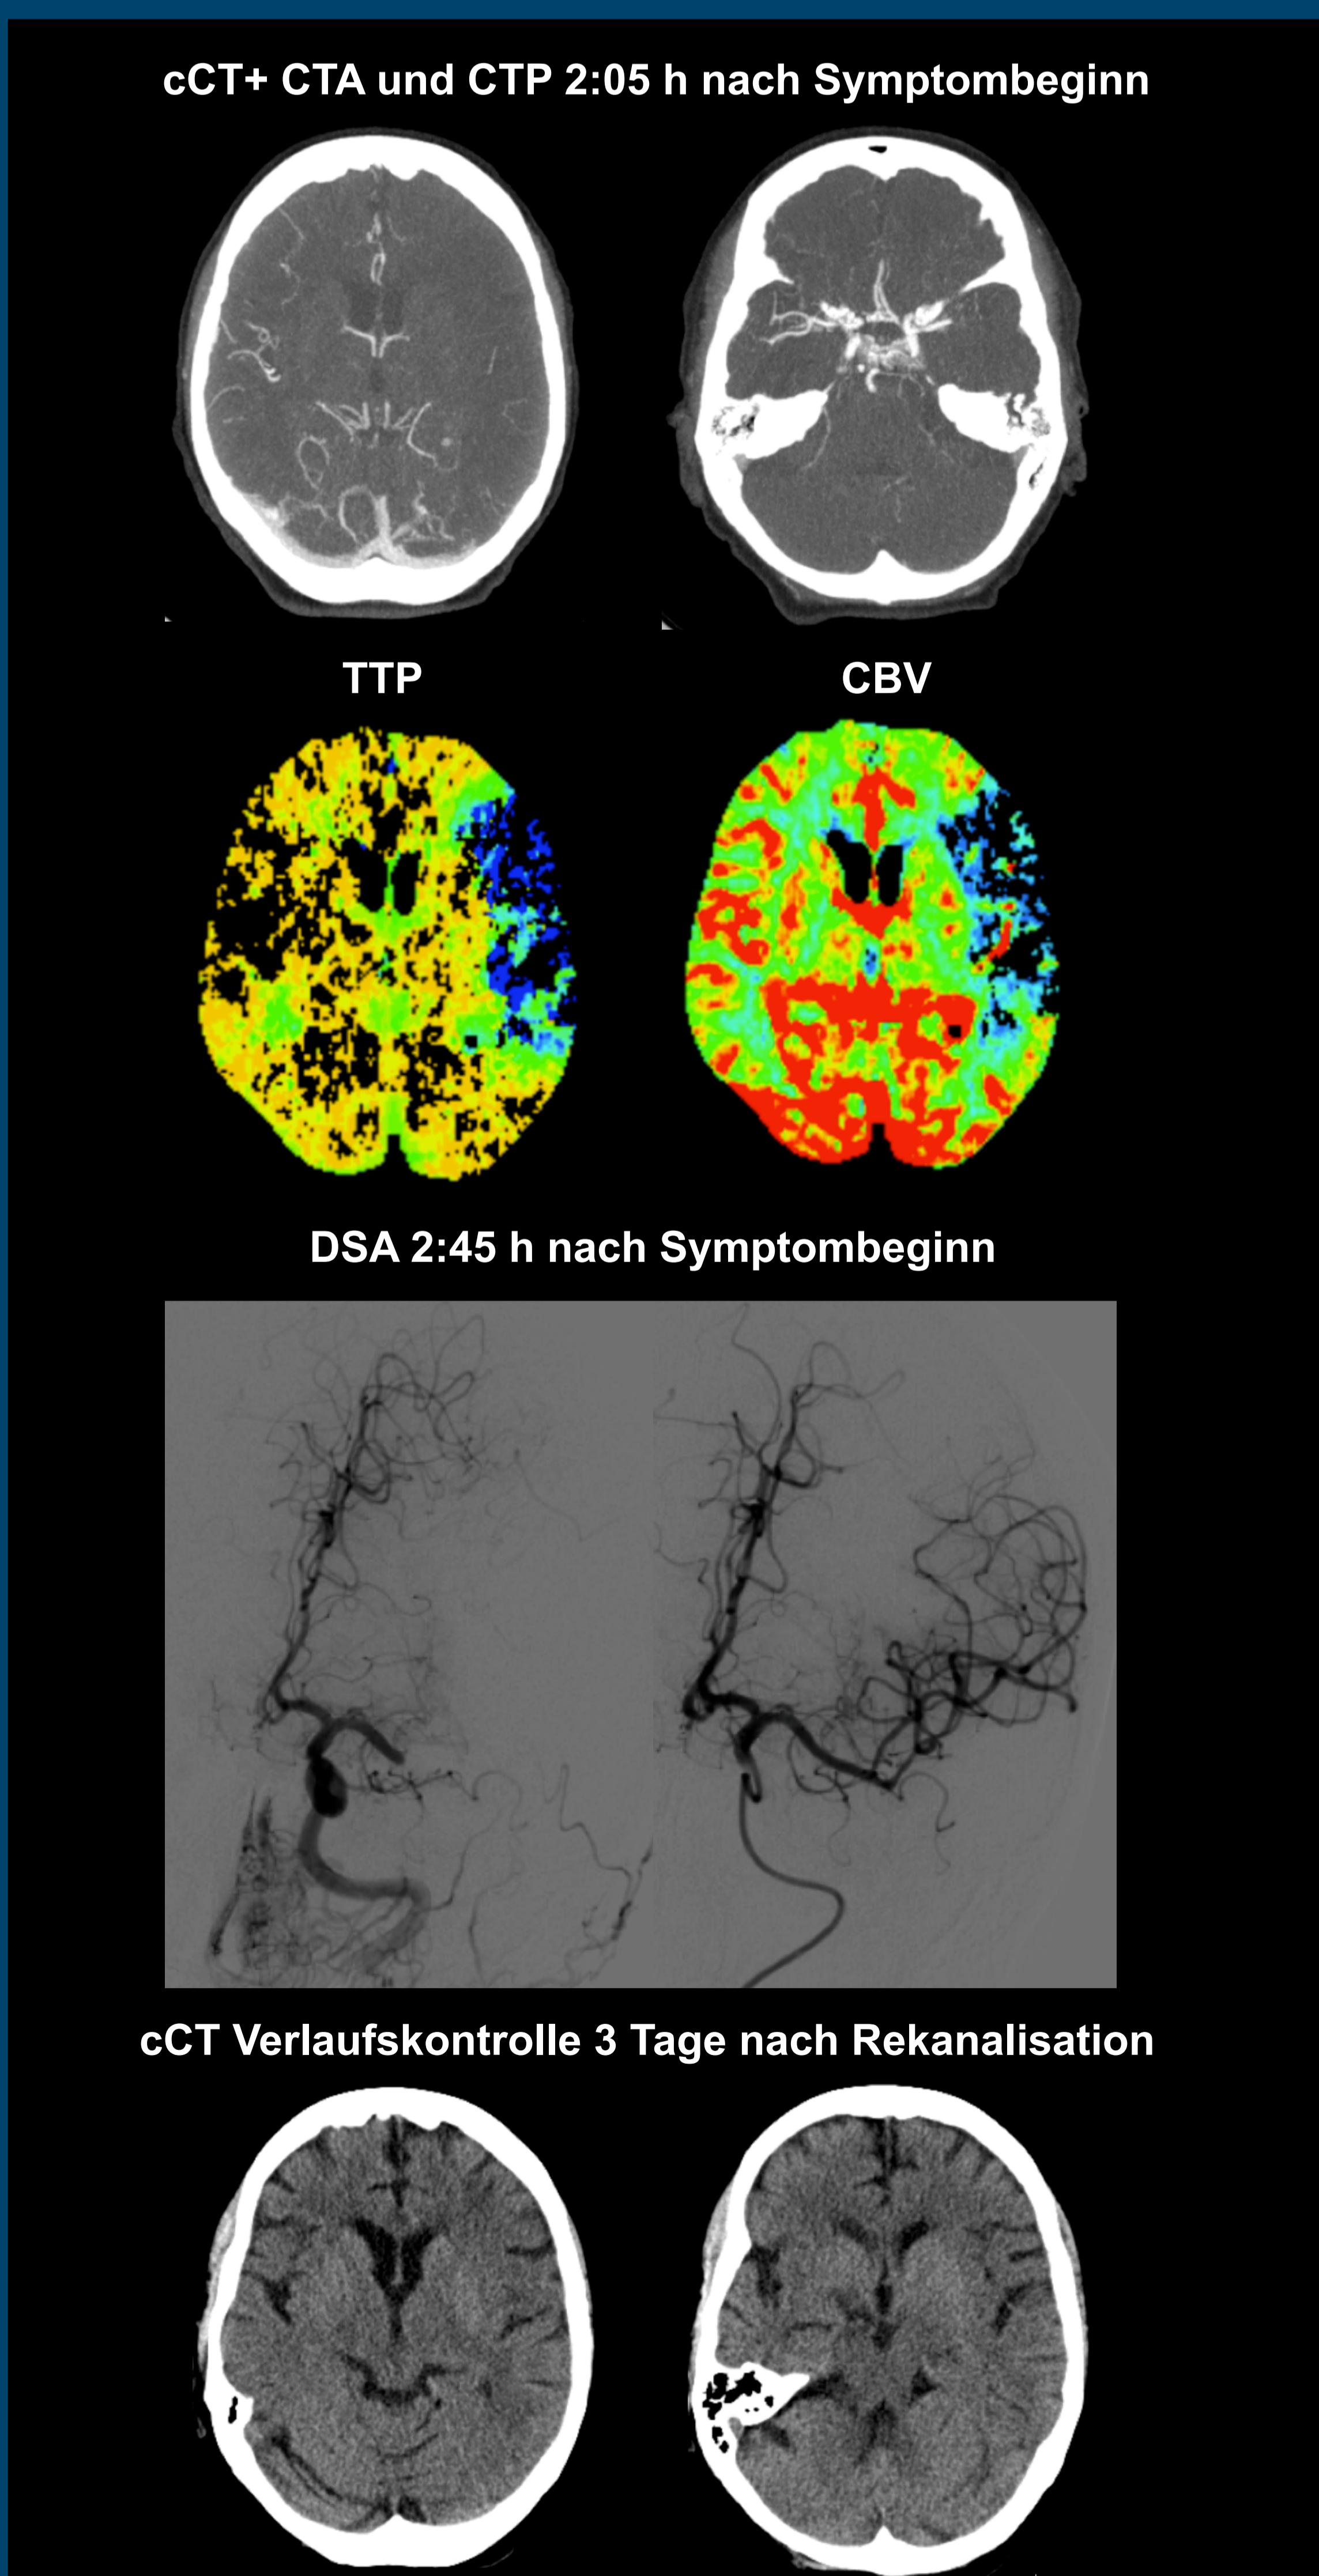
Proximale M1-Verschließung, cCT mit CTA und CTP 2:05 h nach Symptombeginn, rLMC 8, NIHSS präinterventionell 13, NIHSS postinterventionell 3, Zeit bis Rekanalisation: 3:20h, TICI 2b.
